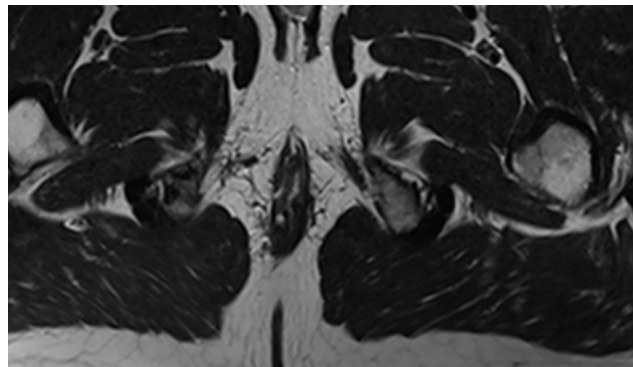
Томограма: Поперечна проекція МРТ скану повної екстрасфінктерної нориці
